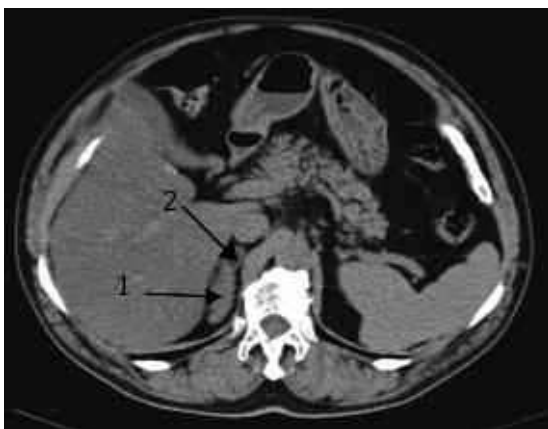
TC abdómen; 1 – Supra-renal direita hiperplasiada; 2 – adenoma
